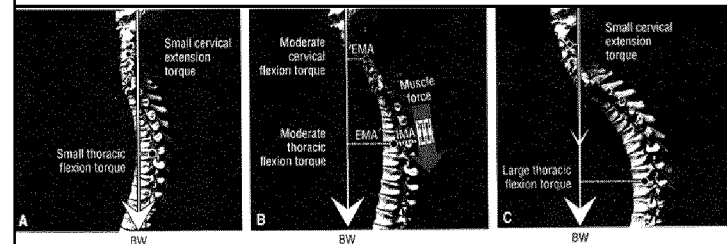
Lateral views show the biomechanical relationships between the line-of-force due to body weight (BW) and varying degrees of thoracic kyphosis. In each of the three models, the axes of rotation are depicted as the midpoint of the thoracic and cervical regions (dark circles). The external moment arms used by body weight are shown as dashed lines. A, In a person with ideal standing posture and normal thoracic kyphosis, body weight created a small cervical extension torque and a small thoracic flexion torque. B, In a person with moderate thoracic kyphosis, body weight created a moderate cervical and thoracic flexion torque (EMA', external moment arm at midthoracic spine; EMA, external moment arm at midcervical spine; EMA, internal moment arm for trunk extensor muscle force). C, In a person with severe thoracic kyphosis, body weight caused a small cervical extension torque and a large thoracic flexion torque. All three models are based on x-rays of patients. (From Neumann DA: Arthrokinesthetic considerations for the aged adult. In Guccione AA (ed): Geriatric Physical Therapy. Chicago: Mosby-Year Book, 2000.)
